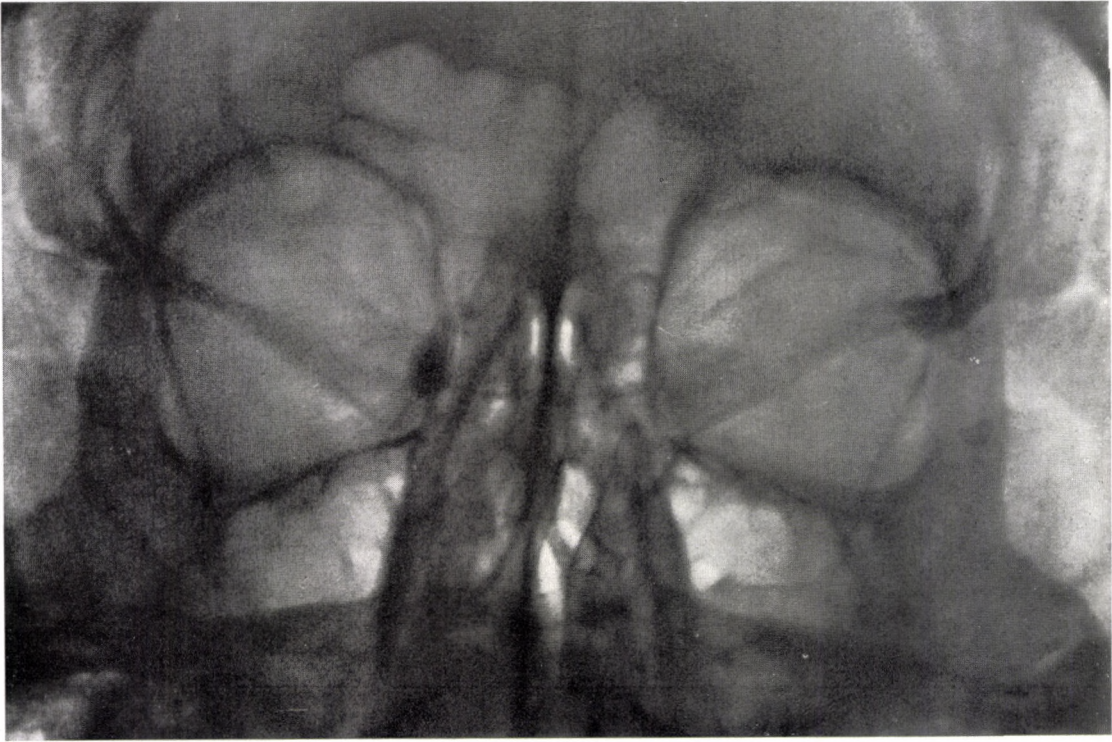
Röntgenbild der in Abb. 62 dargestellten Kranken 7 min nach der I. Aufnahme. Pathologische Veränderung und Funktion. Links zeichnet sich das bei der Operation angelegte Knochenfenster deutlich ab
